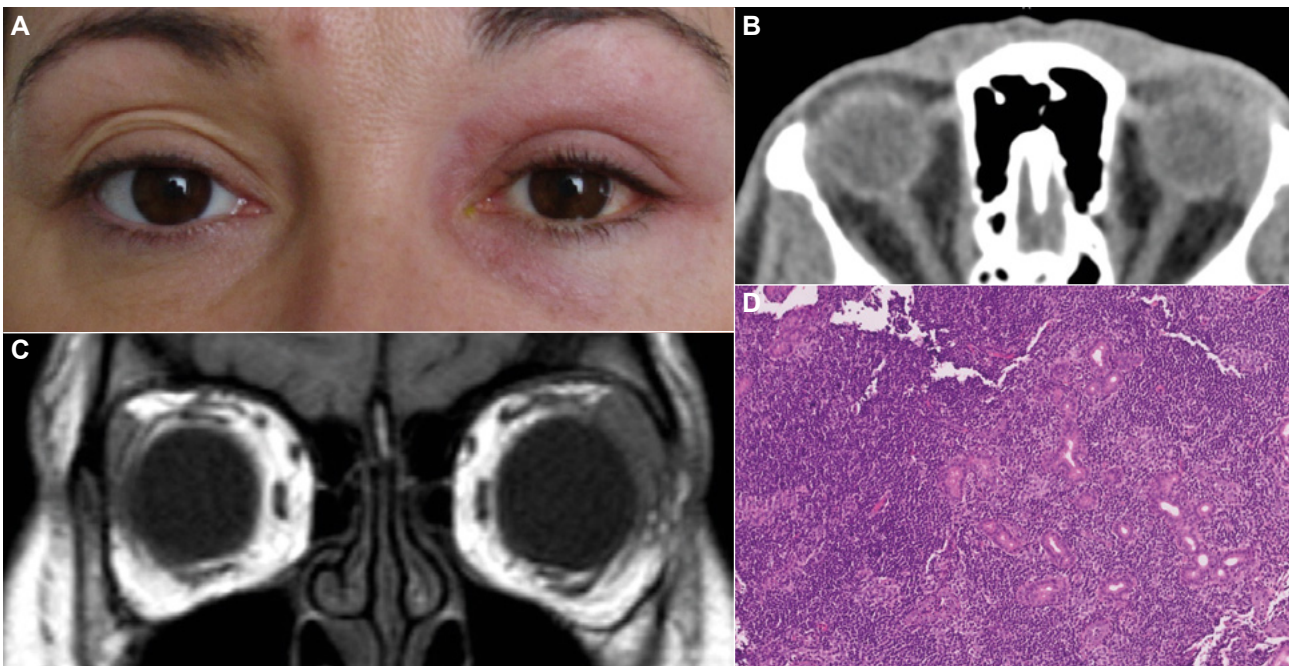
A. Paciente de 43 años con clínica de 3 meses de evolución de edema y eritema de párpado superior izquierdo, tratada en varias ocasiones con corticoides orales con episodios de mejoría y recurrencia de los síntomas. Masa dolorosa palpable en GL izquierda. B. El TC orbitario nos muestra ocupación de la fosa lagrimal por una masa bien definida sin signos de erosión ósea. C. En RNM se observa cómo la masa se amolda al contorno del globo ocular, siguiendo su contorno sin deformarlo. La biopsia incisional de la lesión diagnosticó un linfoma tipo MALT de la GL. D. MALT (hematoxilina eosina). Proliferación difusa de linfocitos B de pequeño tamaño, monomorfa, de aspecto monocitoide y con baja actividad mitótica. Esta población linfoide infiltra, en forma de lesión linfoepitelial, y finalmente destruye el componente glandular lagrimal. En su periferia es frecuente encontrar centros germinales reactivos y células plasmáticas.
